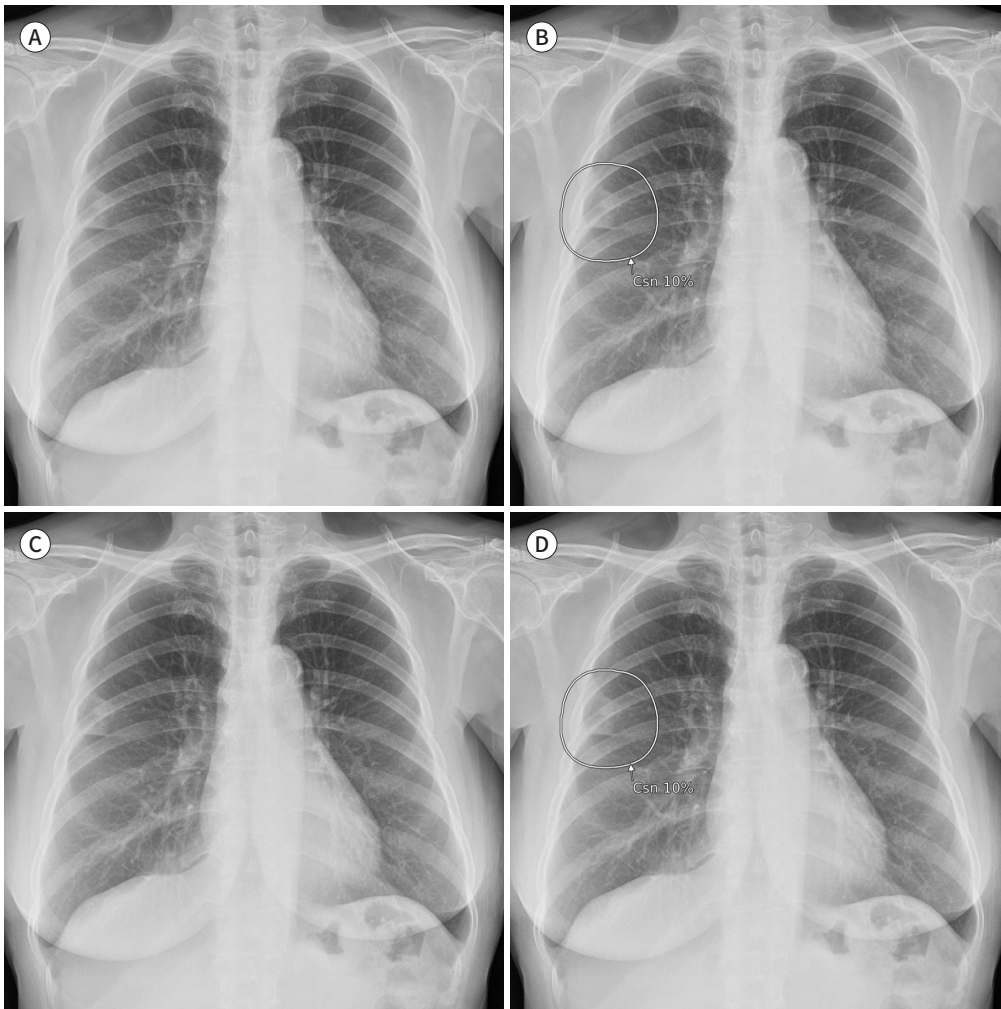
Example of pneumonia detection on chest X-ray using AI-CAD tool with different methods of visualizing results.
